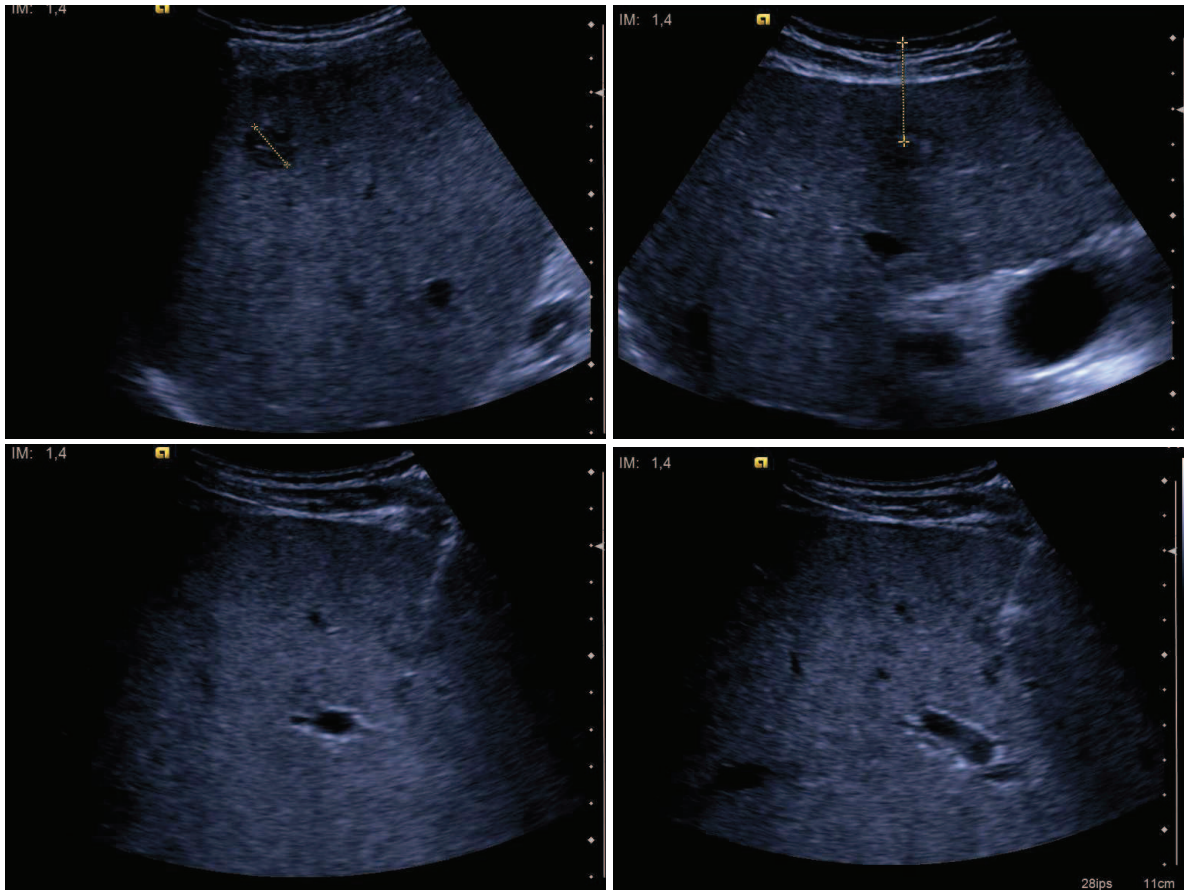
Biopsie d'une petite lésion hépatique sous contrôle échographique.
